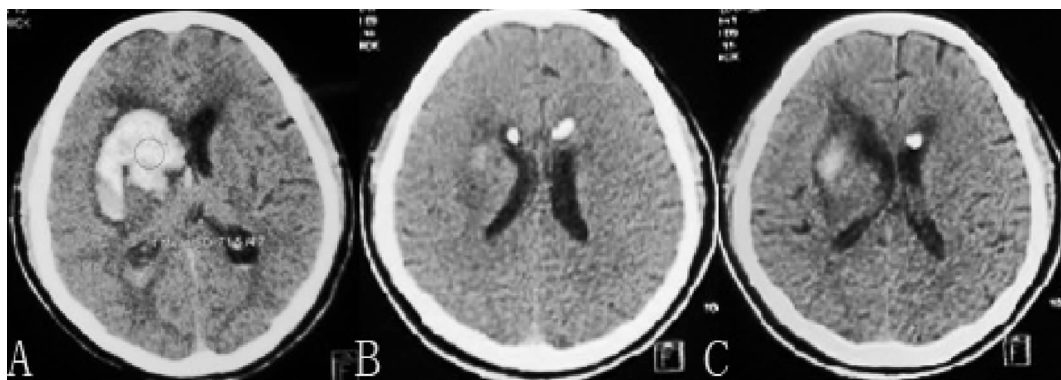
患者头部 CT 所见。A:脑出血患者发病 6 h 查头部 CT 示右侧基底节区脑出血并破入脑室;B:行穿刺术后第 5 天后复查头部 CT 示脑出血基本清除,出血灶内可见引流软管;C:行穿刺术后第 5 天后复查头部 CT,血肿对侧侧脑室前角可见引流软管。
